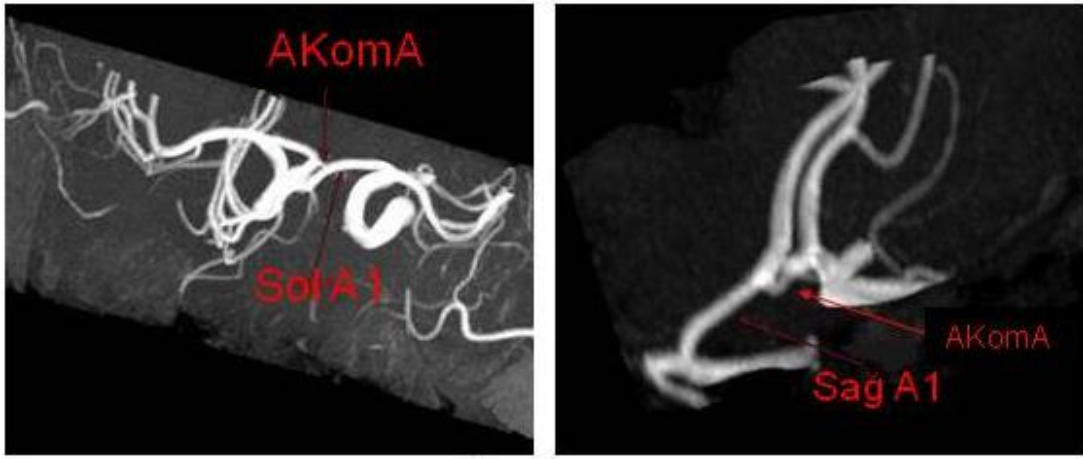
A1 segmentlerinin koronal planda 3 boyutlu MR anjiyografide transvers eksenle yaptığı açılar
